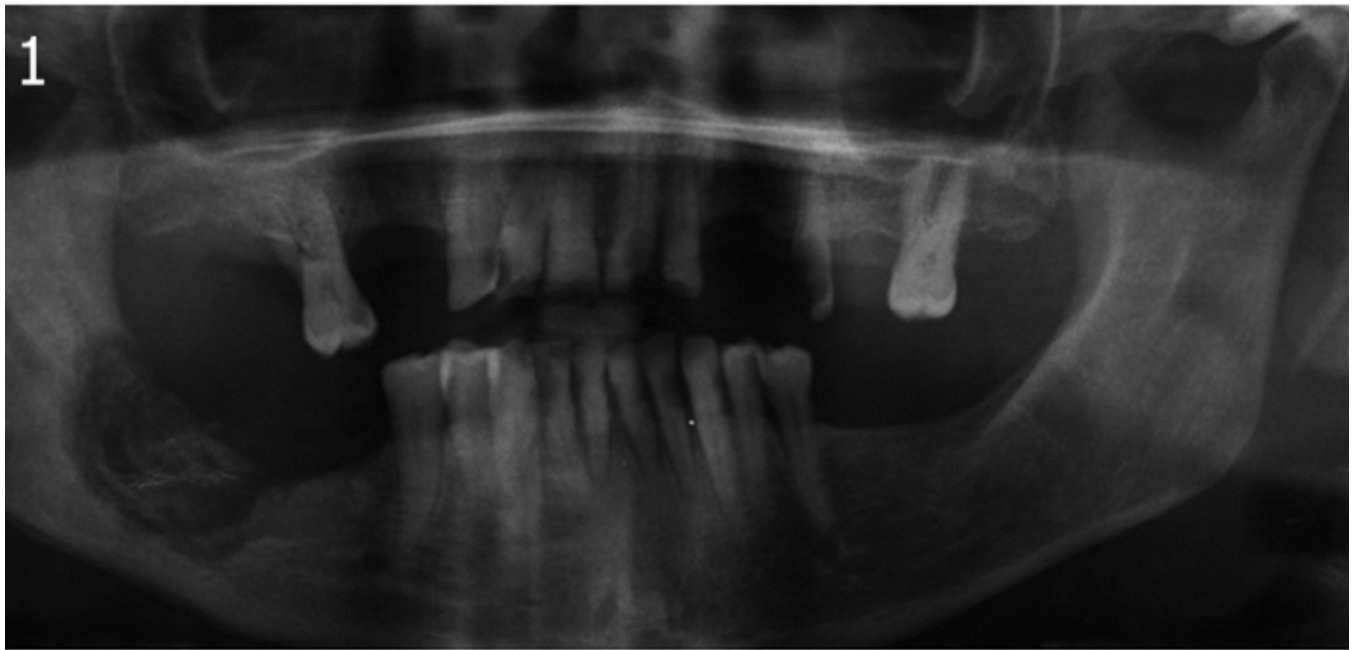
Osteonecrosis. Lesión lítica con secuestro óseo. 1: OPT; 2 y 3: TC axial y sagital.
